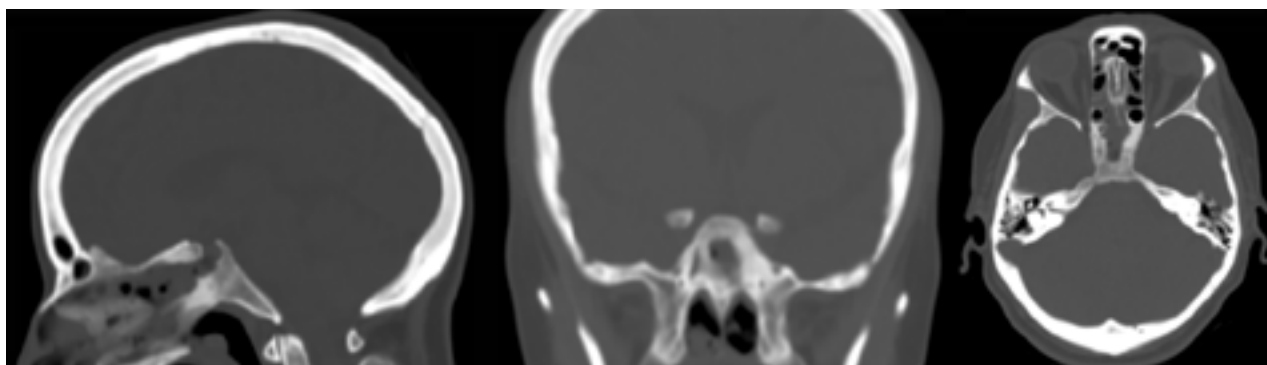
TC Postoperatoria mostrando el trayecto intraóseo.
